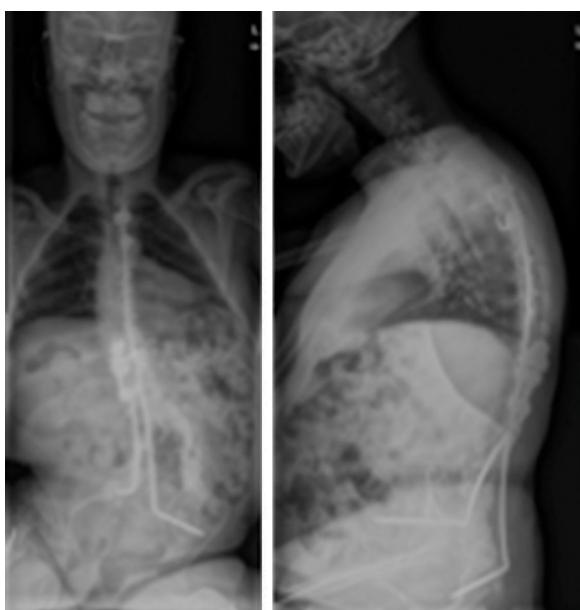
Radiografías en las que se aprecia movilización del anclaje ilíaco izquierdo.
